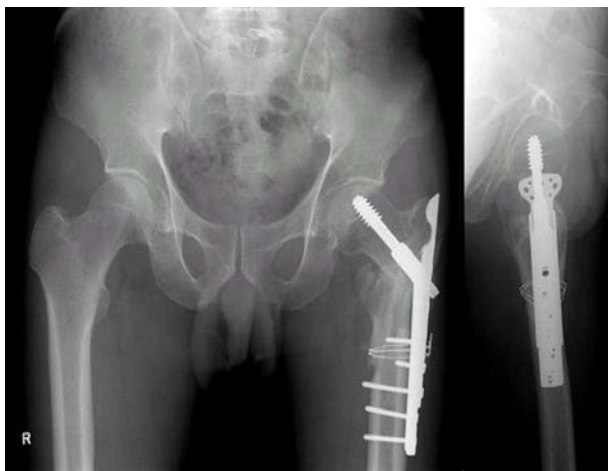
The postoperative 3 months later anteroposterior & lateral radiographs shows complete union without shortening or lateral displacement.
